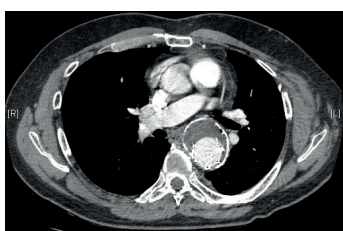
Angio-TC aos 17 meses de follow-up
